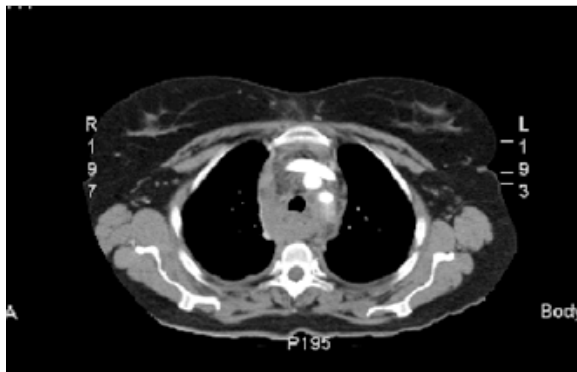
corte axial de TAC con contraste endovenoso: ensanchamiento del mediastino por gran infiltración mediastinal por hematoma
